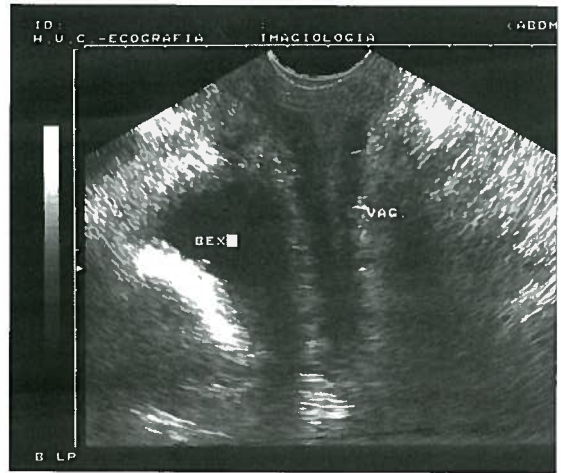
Caso A - Ecografia de controlo 1 ano após a cirurgia
